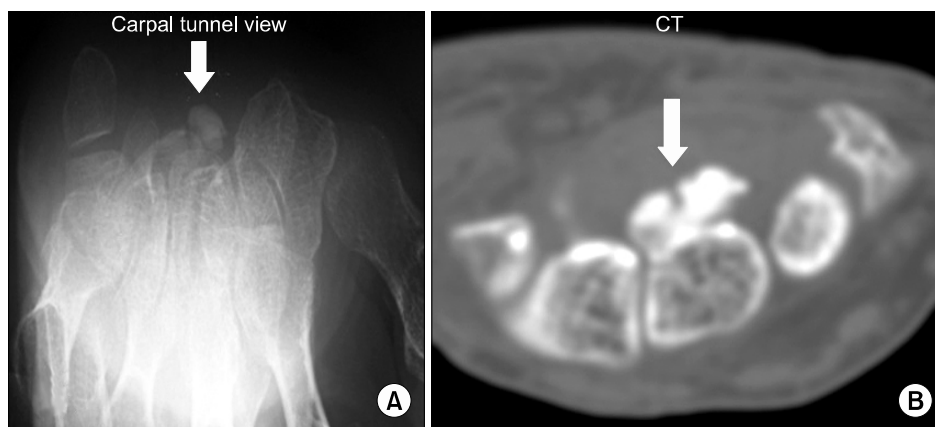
Carpal tunnel view (A) and CT scan (B) shows that calcifying mass is located just above the capitate.
